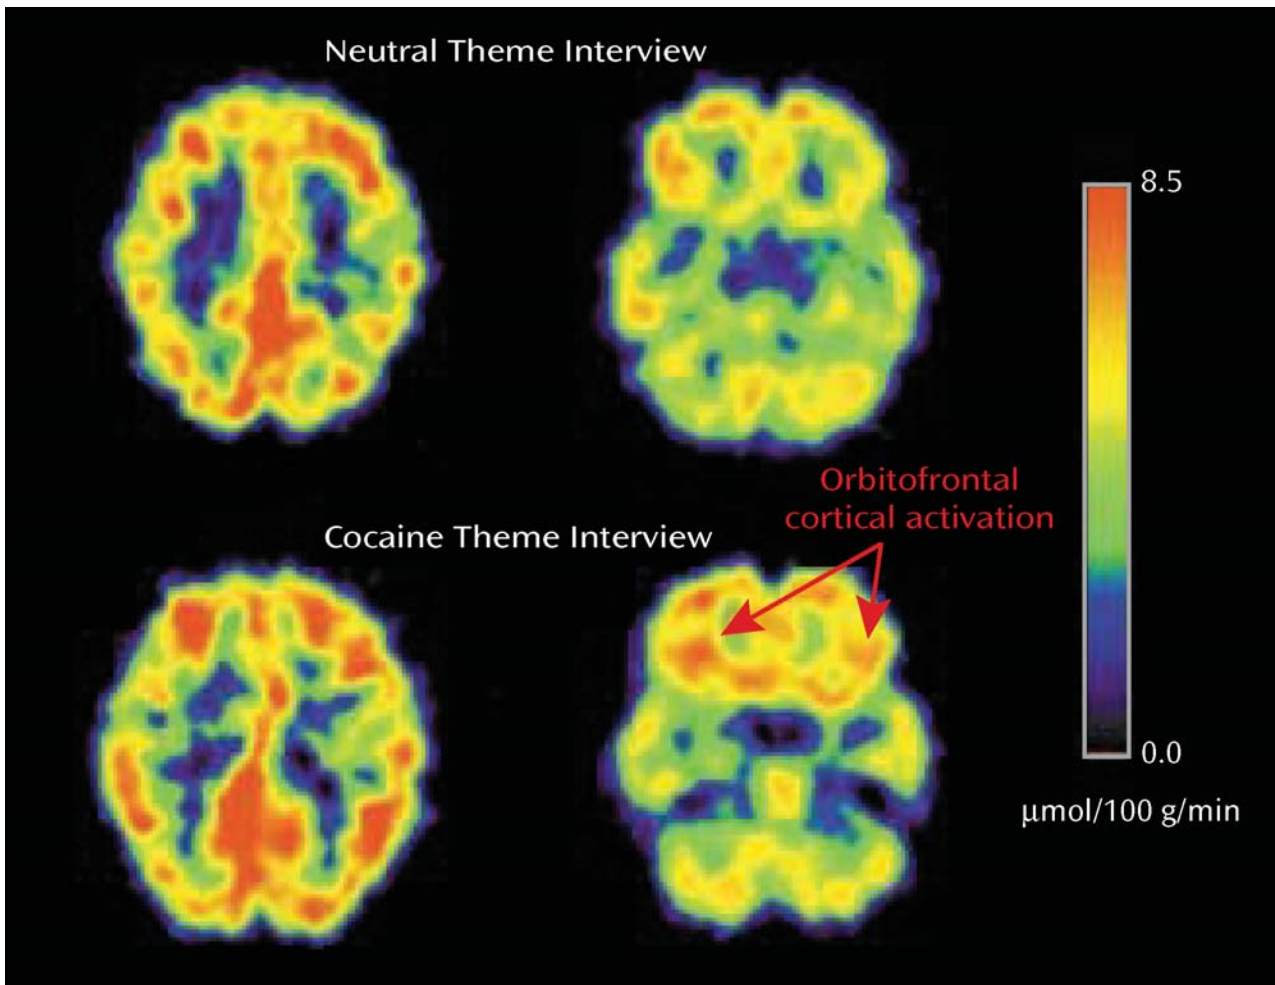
L'attivazione corticale orbitofrontale nei consumatori di cocaina attivi durante una intervista riguardante la cocaina e una intervista su un tema neutro, come misurato dalla PET FDG
